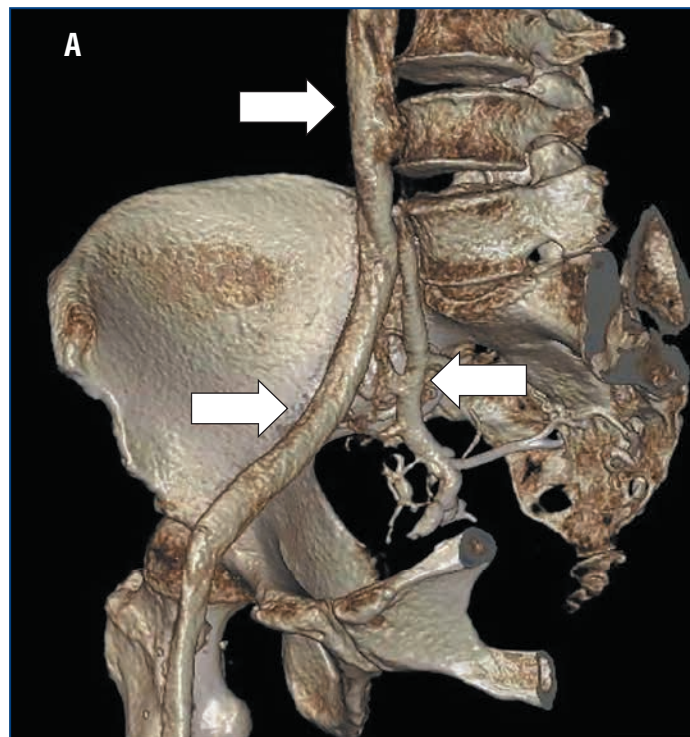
Контрастно усиленная прямая КТ-венография таза
